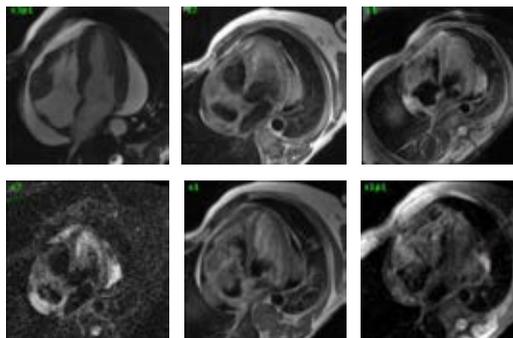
Imagen caracterización tisular por resonancia magnética cardíaca (2019), masa infiltrante surco auriculoventricular.
